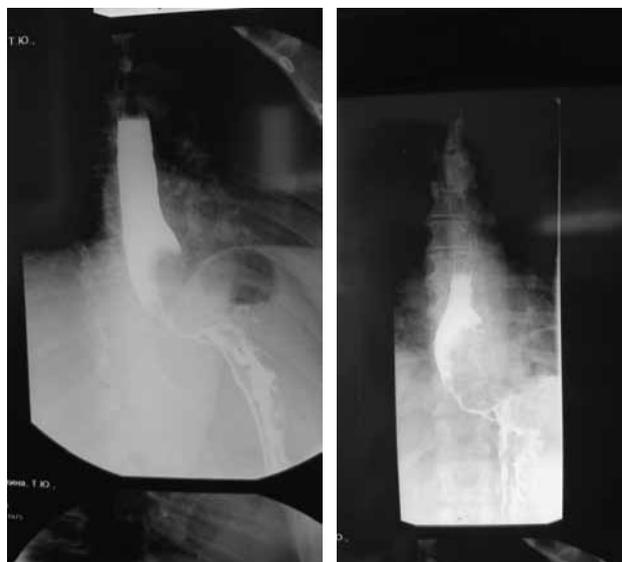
Полипозиционное рентгенконтрастное исследование пищевода и желудка: инфильтративно-язвенный рак проксимального отдела желудка с переходом на ретроперикардиальный сегмент пищевода
